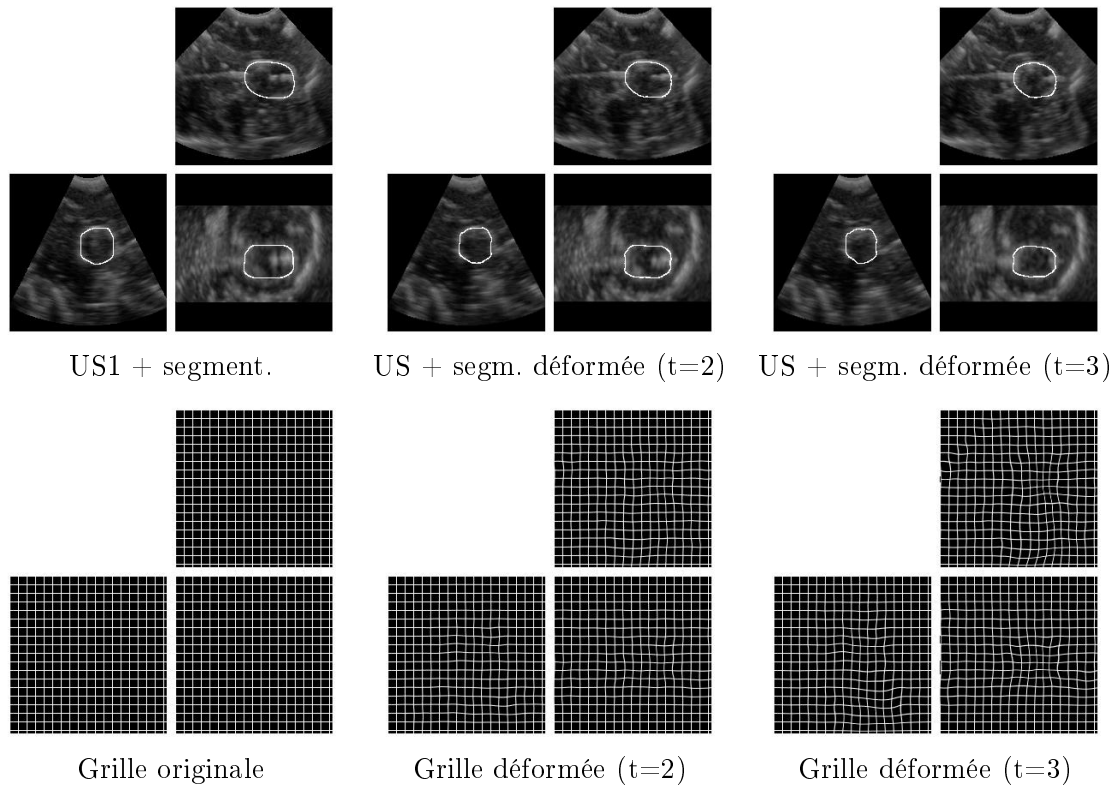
En haut, 3 images de la séquence d'images ultrasonores d'un cerveau de cochon ou un ballon est dégonflé pour simuler le drainage d'un kyste. Nous y avons superposé la trace de la segmentation du ballon (effectuée dans la première image de la séquence US), cette segmentation étant déformée grâce au champ de déformation estimé par notre algorithme de suivi. Les résultats sont très encourageants. En bas, nous présentons la déformation d'une grille pour montrer la régularité du champ obtenu.
